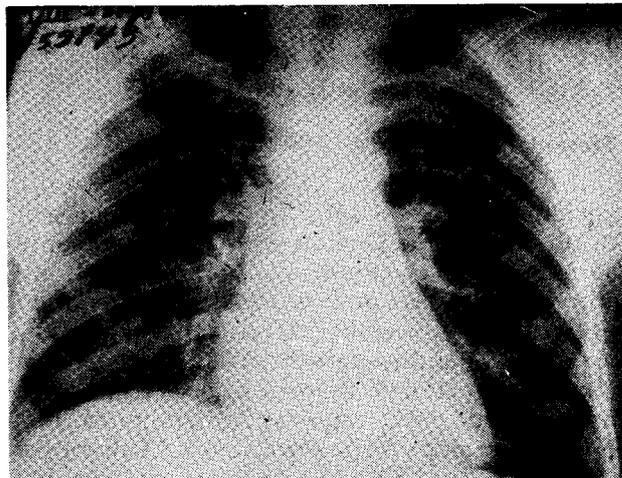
Radiografía de tórax normal. (4 meses después).
